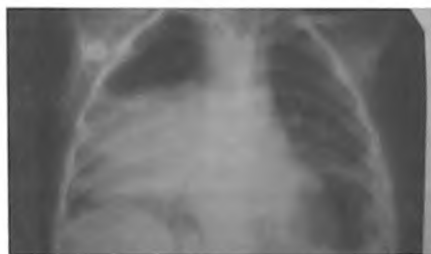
Рентгенограмма больного Б. 2г3 мес. В правом легочном поле определяются 2 округлых тени с четкими ровными контурами, в проекции нижней доли левого легкого определяется округлая тень с горизонтальным уровнем жидкости, что является признаком прорыва кисты в бронх.
